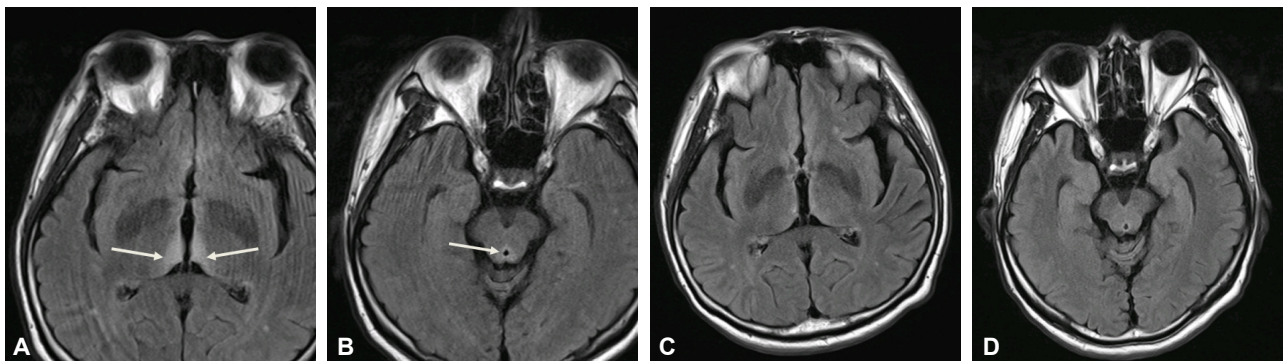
Coronal fluid attenuated inversion recovery (FLAIR) MR images. These FLAIR images show signal intensity alterations of medial thalamus (white arrows, A) and periaqueductal area of the midbrain (white arrow, B) in an acute period of disease. After six weeks of treatment, follow-up FLAIR MR images (C and D) showed a normalized signal change in same area (A and B level) that affected by Wernicke's encephalopathy.
